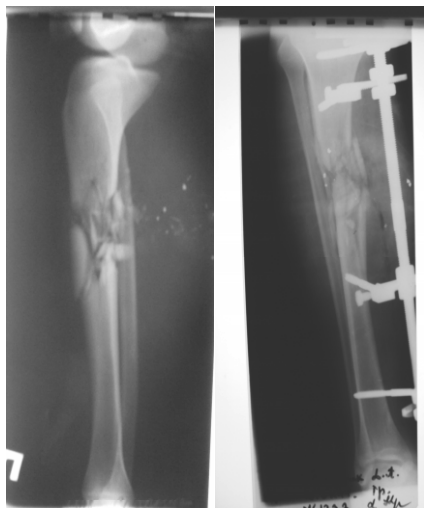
Рентгенограми постраждалого С.
